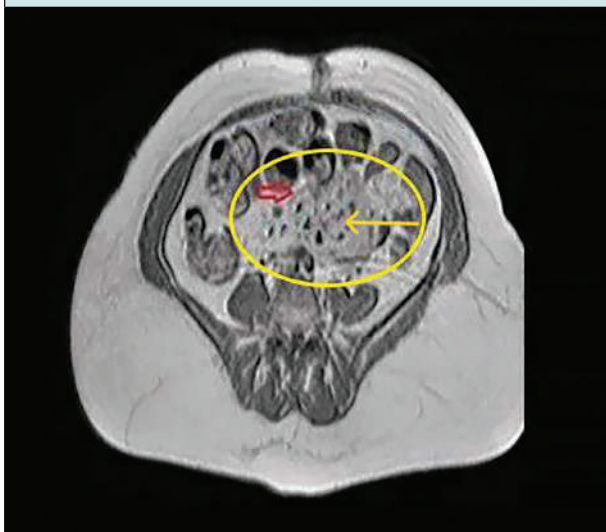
МРТ-визуализация склерозирующего мезентерита. Аксиальное T1-взвешенное изображение: гипоинтенсивное мезентериальное образование с гипоинтенсивной псевдокапсулой (желтое кольцо + красная стрелка)
